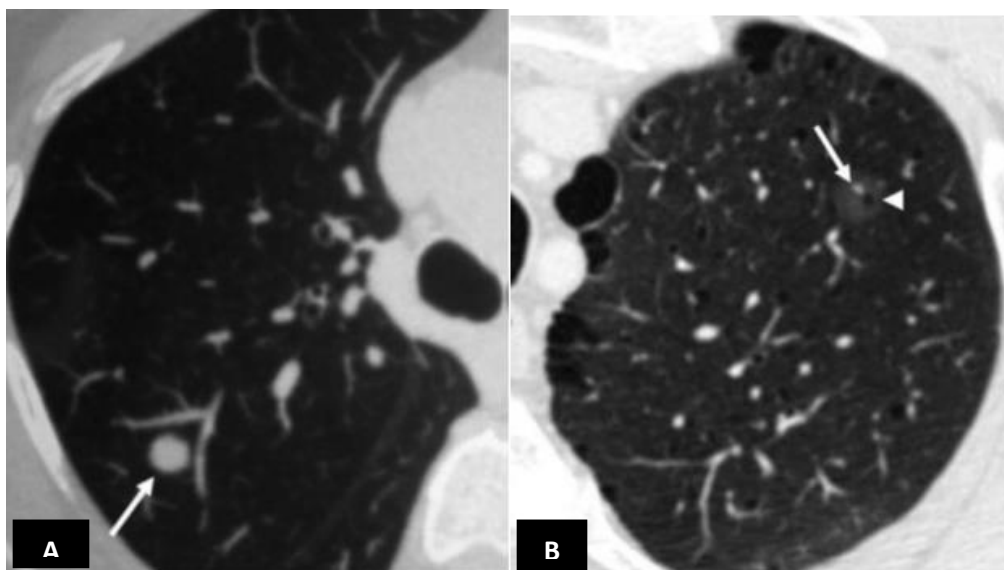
Tomografía pulmonar en reconstrucción axial con ventana para pulmón. A. Nódulo de aspecto sólido. B. Nódulo en vidrio despolido (cabeza de flecha), nótese estructura vascular (flecha larga).¹⁷
